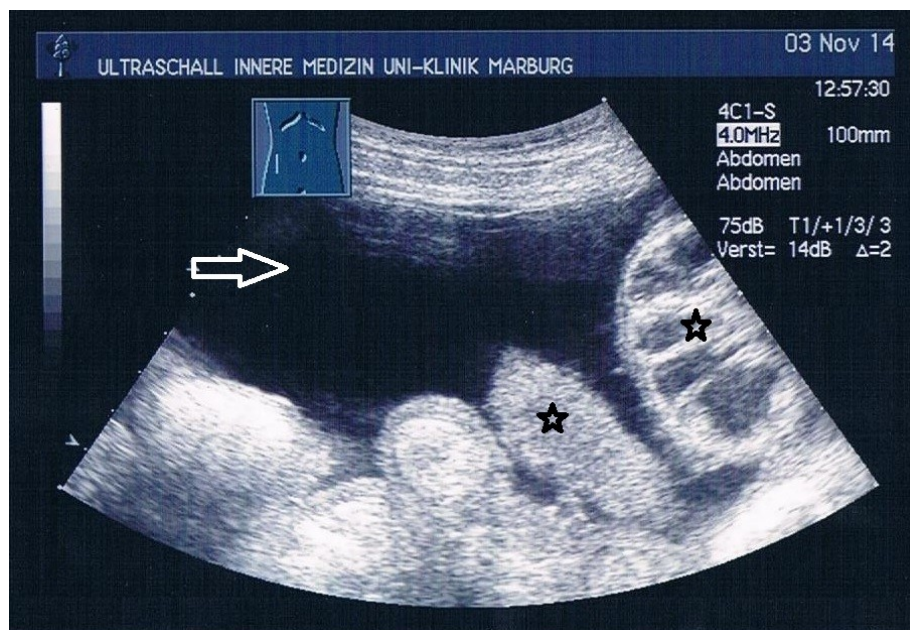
B-Bild-Sonographie des Abdomens bei einem erwachsenen Patienten mit malignem Aszites vor der Anlage einer getunnelten PleurX-Peritoneal-Drainage. Mit dem Pfeil gekennzeichnet ist echoarme Flüssigkeit zwischen den mit Sternen gekennzeichneten Darmschlingen. Aufnahme aus dem Interdisziplinären Ultraschallzentrum (IDUZ) der Universitätsklinik Marburg, mit freundlicher Genehmigung des Patienten.
